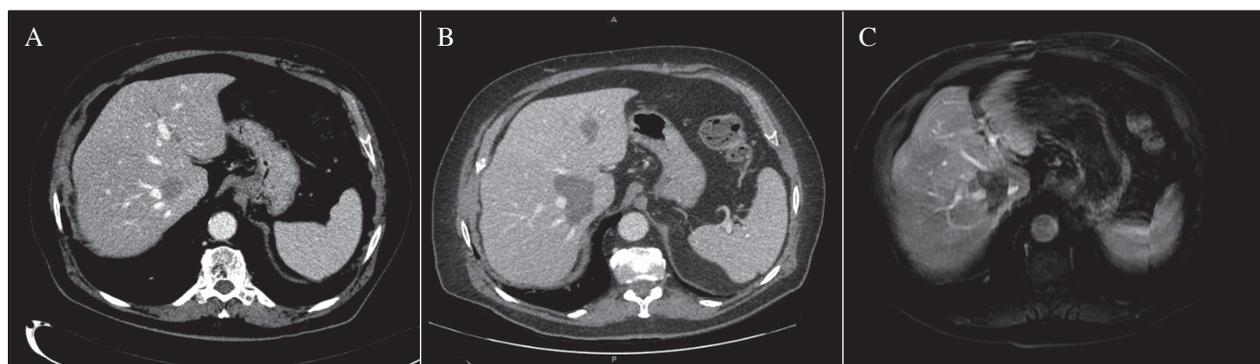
Se evidencia el tratamiento de una metástasis de CCR adyacente a la vena suprahepática derecha y a la vena cava con ARF. A. Metástasis pretratamiento. B. Control vía TC a 1 mes de ARF. C. Control mediante RM a los 10 meses de ARF. Es conocido el peor rendimiento de la ARF en disposición yuxtavascular. En la figura se muestra un caso tratado por nuestro grupo del Hospital del Mar de Barcelona.
